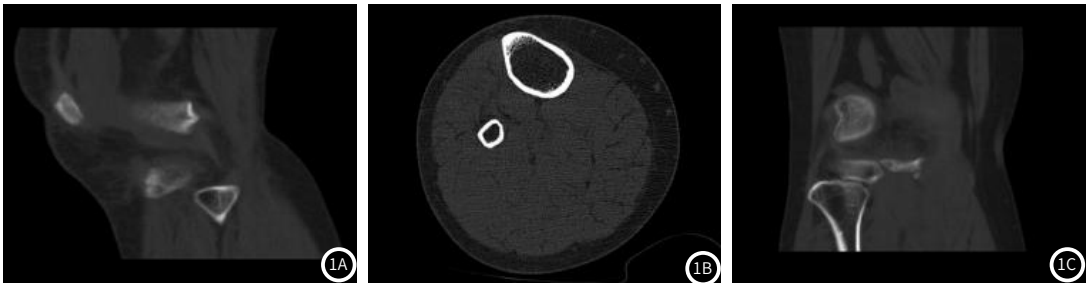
膝关节隐形骨折CT影像学表现(图1A为矢状位，图1B为横轴位，图1C为冠状位)。
